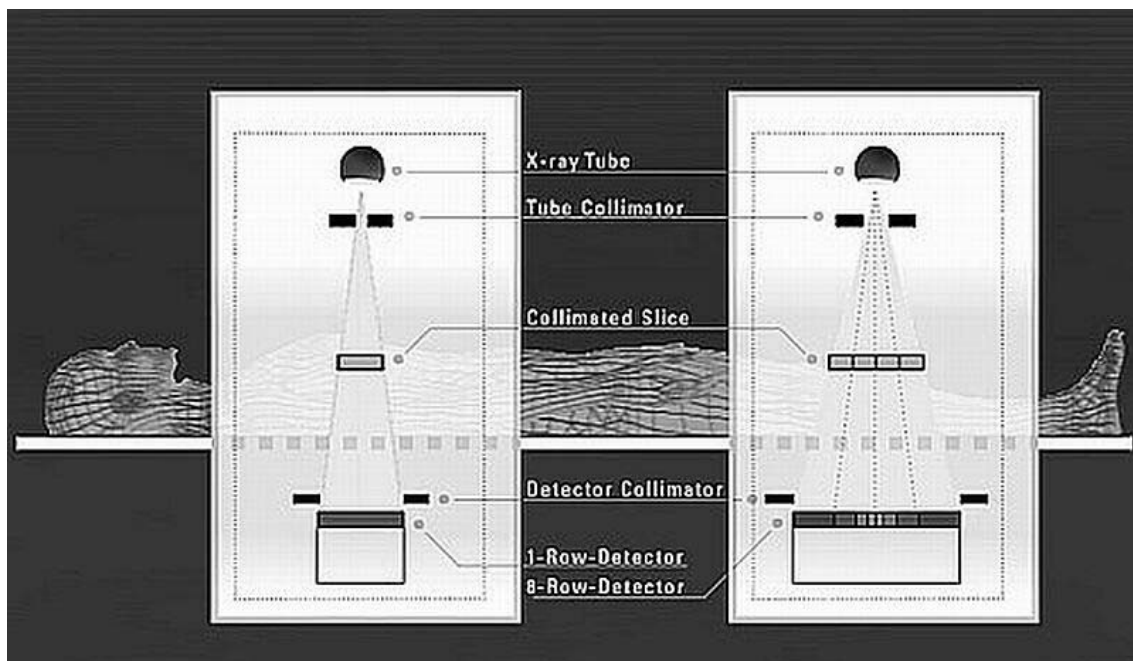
Vergleich Einzelschicht-CT mit Mehrschicht-CT
